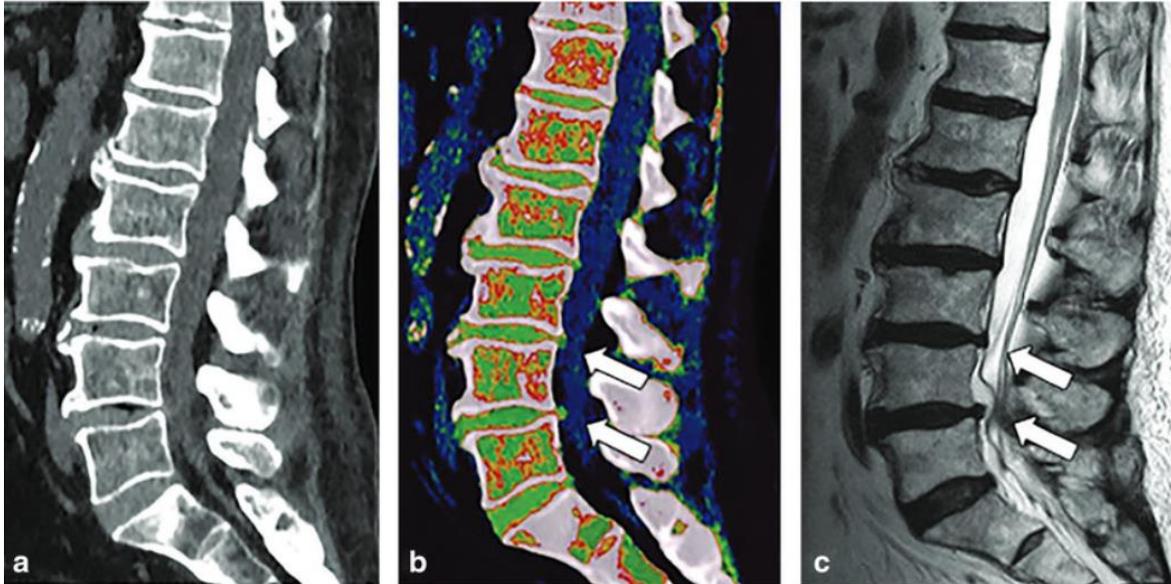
CT Bildgebung einer Spondylarthrose
